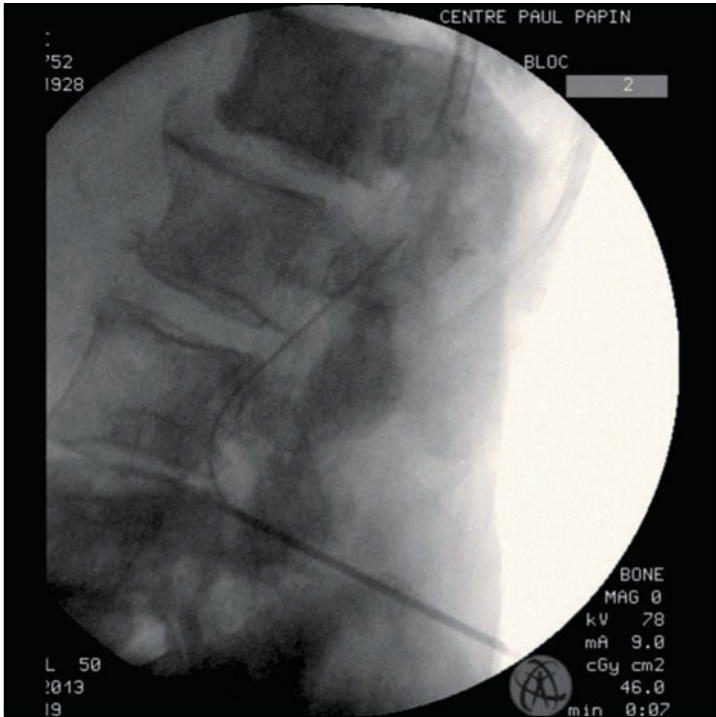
Radiographie de profil du rachis lombaire montrant la montée du cathéter après sa sortie de l'aiguille de Tuohy insérée en regard de L3-L4.
